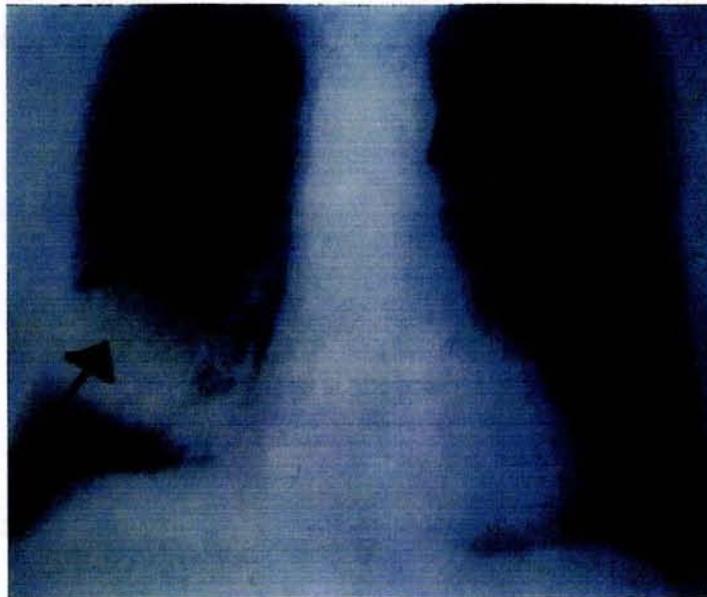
Radiografía de tórax. Neumonía<sup>21</sup>
